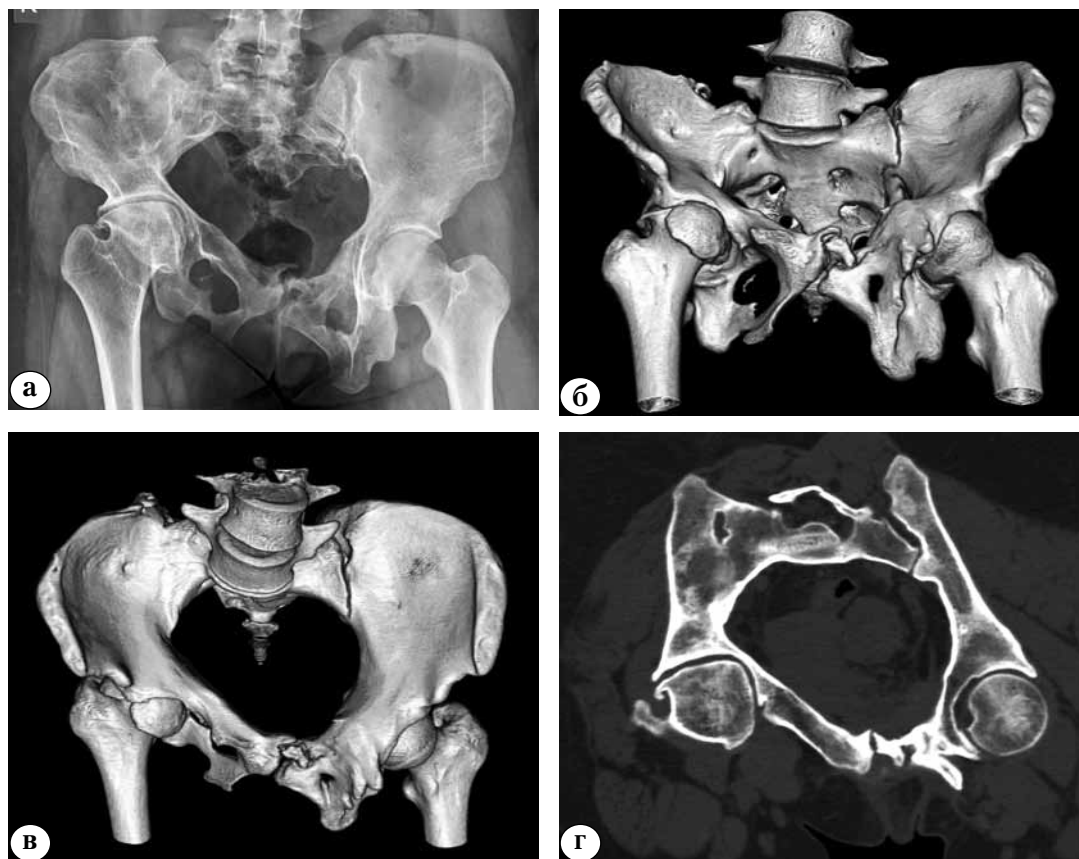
Итоговые рентгенограмма и 3D-реконструкции таза по данным КТ пациентки Ф.:
